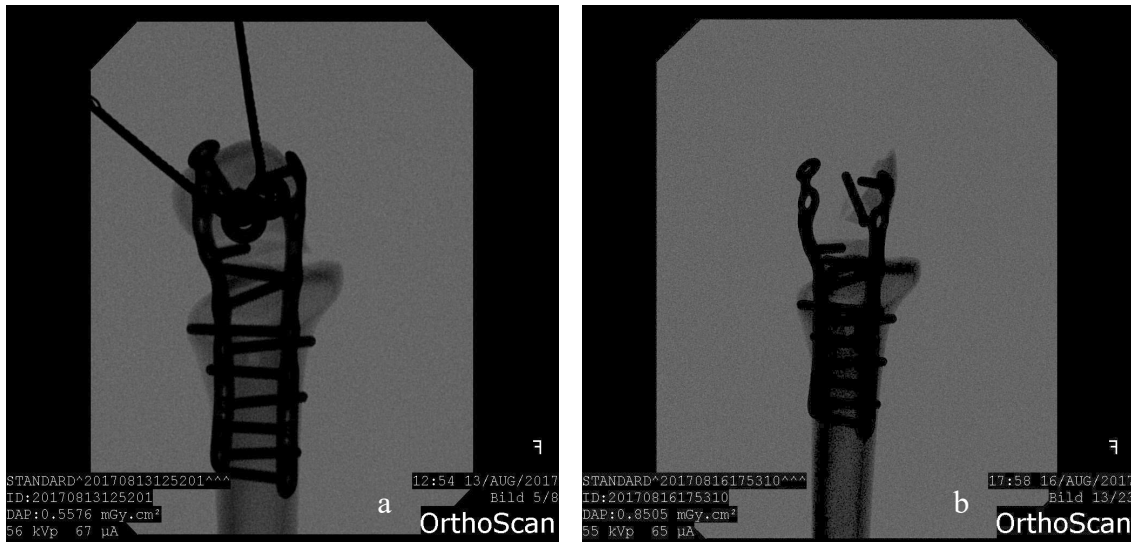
Beispiel für Röntgenaufnahme eines Knochens mit Olekranon Zwillingsplatten vor (a) und nach (b) der LFT-Testung bis zur definitiven Zerstörung.
